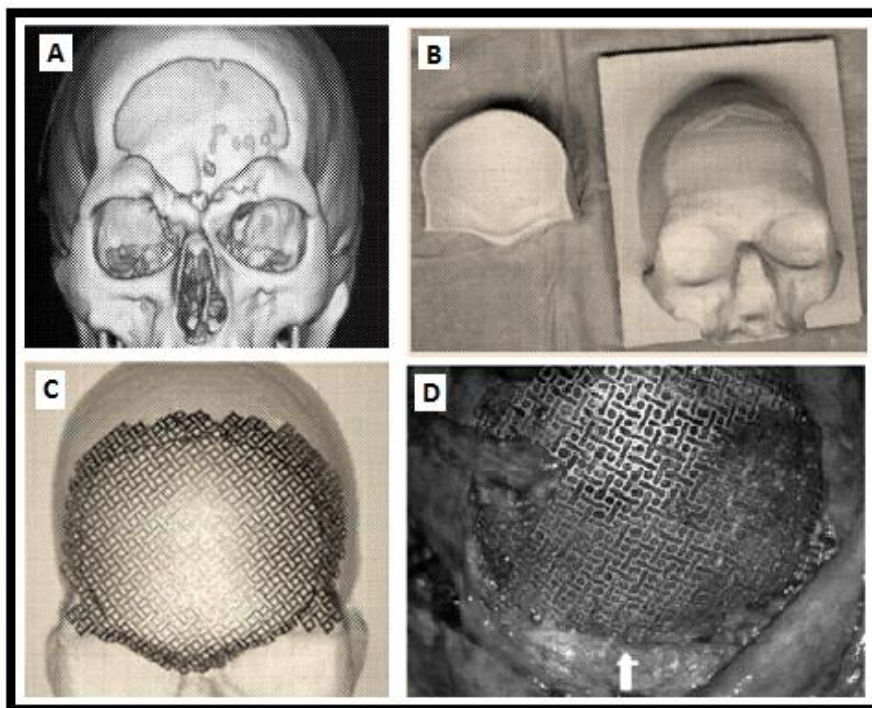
(A) TC 3D do defeito do osso craniano, (B) Punção e matriz, (C) Malha conformada (D) Aplicação cirúrgica - adaptado de (Antonyshyn, Edwards, e Mainprize 2012).
